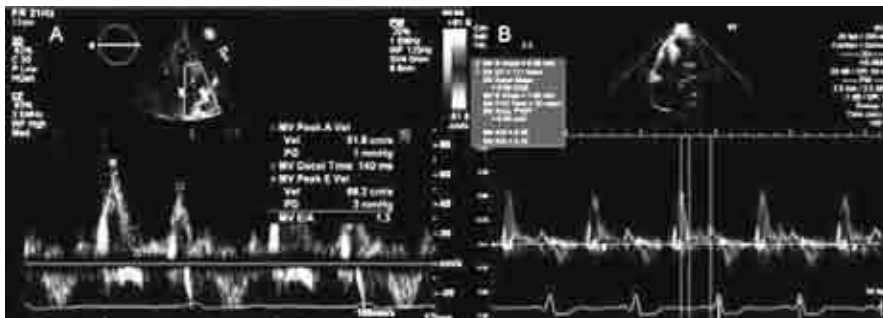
Fluxo transmitral obtido por Doppler pulsado; A: Padrão normal. Representação da onda E (fase de enchimento rápido) e A (contracção auricular), separadas pelo período da diástase; B: Fluxo transmitral com padrão restritivo.
